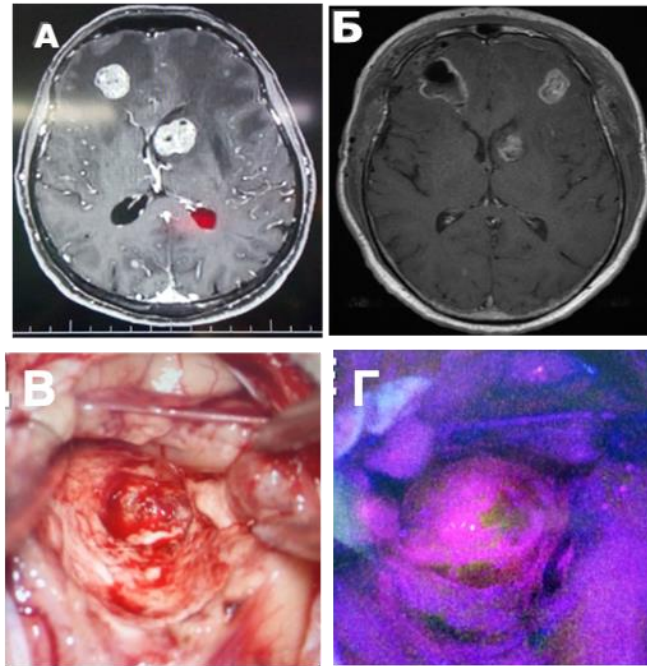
М., 54 лет, клиническое наблюдение 40. Флуоресценция метастатического узла меланомы в глубинных отделах левой лобной доли с целью дополнительной навигации глубоко расположенного образования: А – МРТ с контрастом в аксильном срезе, T1 режим до операции; Б - МРТ с контрастом в аксильном срезе, T1 режим после операции; В – интраоперационная фотография в белом свете и Г – интраоперационная фотография во флуоресцентном режиме.
